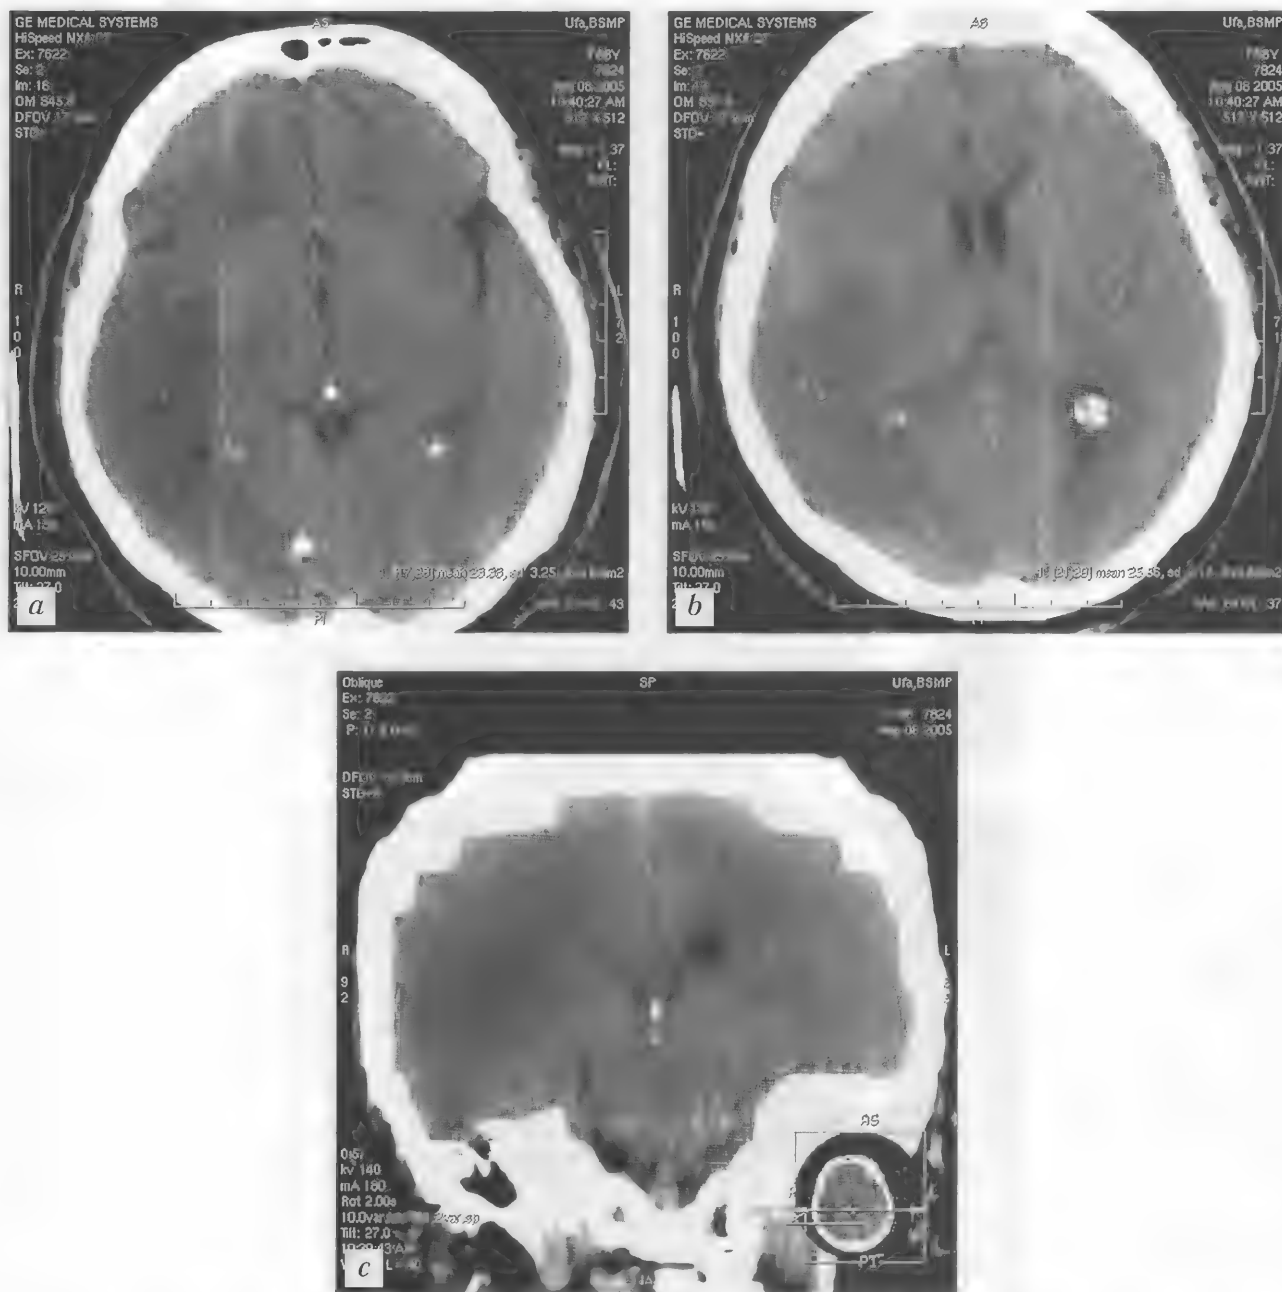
Больная Ш., 68 лет. Ишемический инсульт в правой теменной доле. КТ (неконтрастная) — а—с
